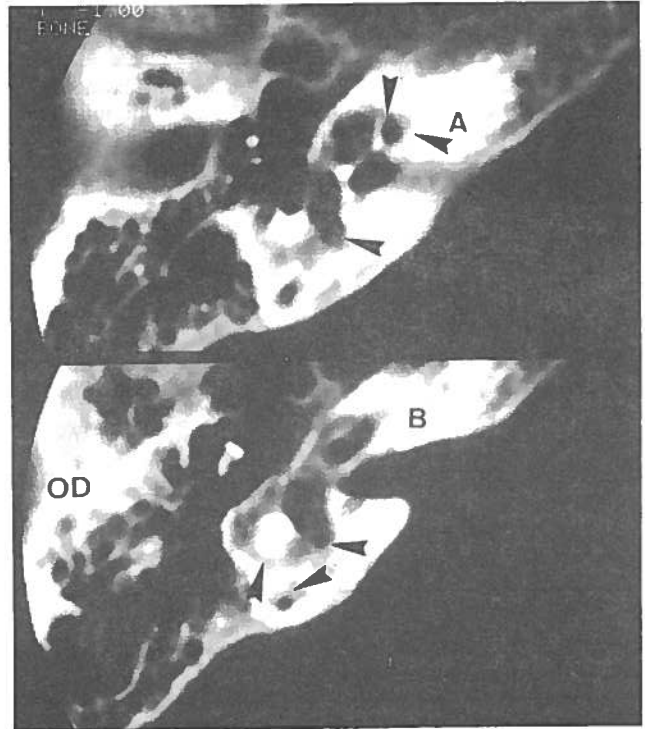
Caso nº 9 (F., 53 anos; audiometria de tipo IV). TC no plano axial (OD). Otosclerose capsular difusa com extenso contacto endosteal da columela e na ampola do canal semicircular posterior (setas em A). Em B estão também referenciados os focos dos canais semicirculares e recesso aquedutal do vestíbulo (setas).
